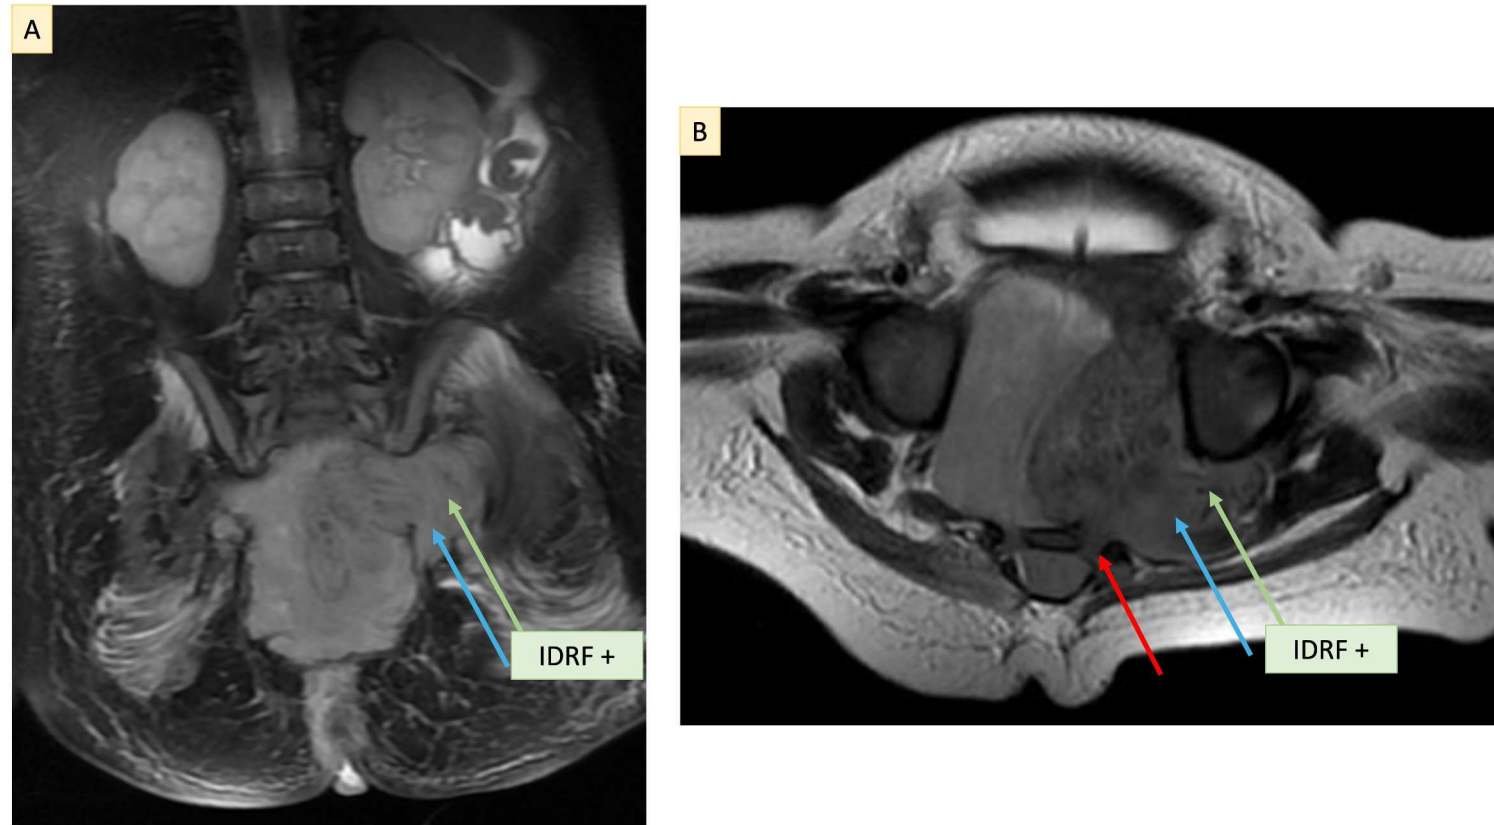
RM de pelvis muestra una masa sólida, moderadamente heterogénea y lobulada, de márgenes bien definidos (flecha verde), que se extiende a través del foramen ciático mayor izquierdo (flecha azul); presenta un componente en “reloj de arena” que se extiende hacia el foramen izquierdo de S2 (flecha roja). (A) Secuencia coronal T2 con supresión grasa; (B) Secuencia transversal T1 post-contraste tardío. La extensión a través del foramen ciático mayor constituye IDRf + según el Sistema de Estadificación Internacional del Neuroblastoma Risk Group (INSS)
